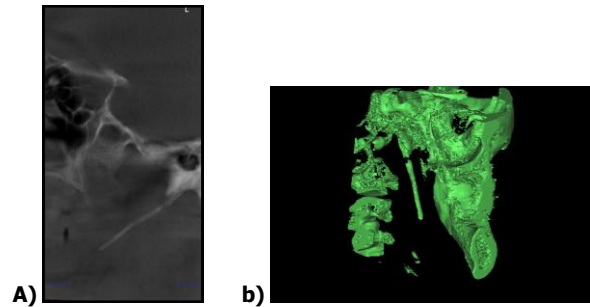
A. Sagittal CBCT image shows elongated styloid process at left side.
